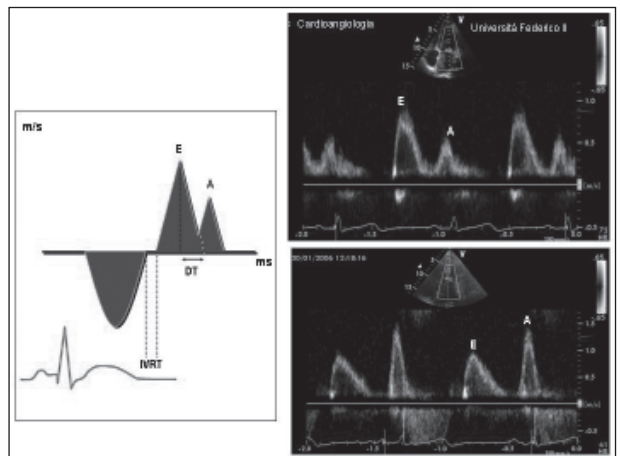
Izquierda. Las mediciones de los índices de la función diastólica por Doppler transmitral. Derecha. Patrón sistólico normal (arriba) y patrón de relajación anormal (abajo). A = velocidad auricular (ms); DT = tiempo de desaceleración de E (ms); E = velocidad de la diástole temprana (cm/s); IVRT = tiempo de relajación isovolumétrica (ms).
